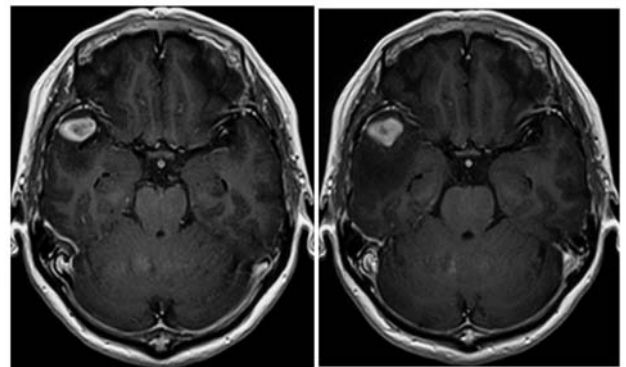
左: 初診時MRI (Gd造影T1)
